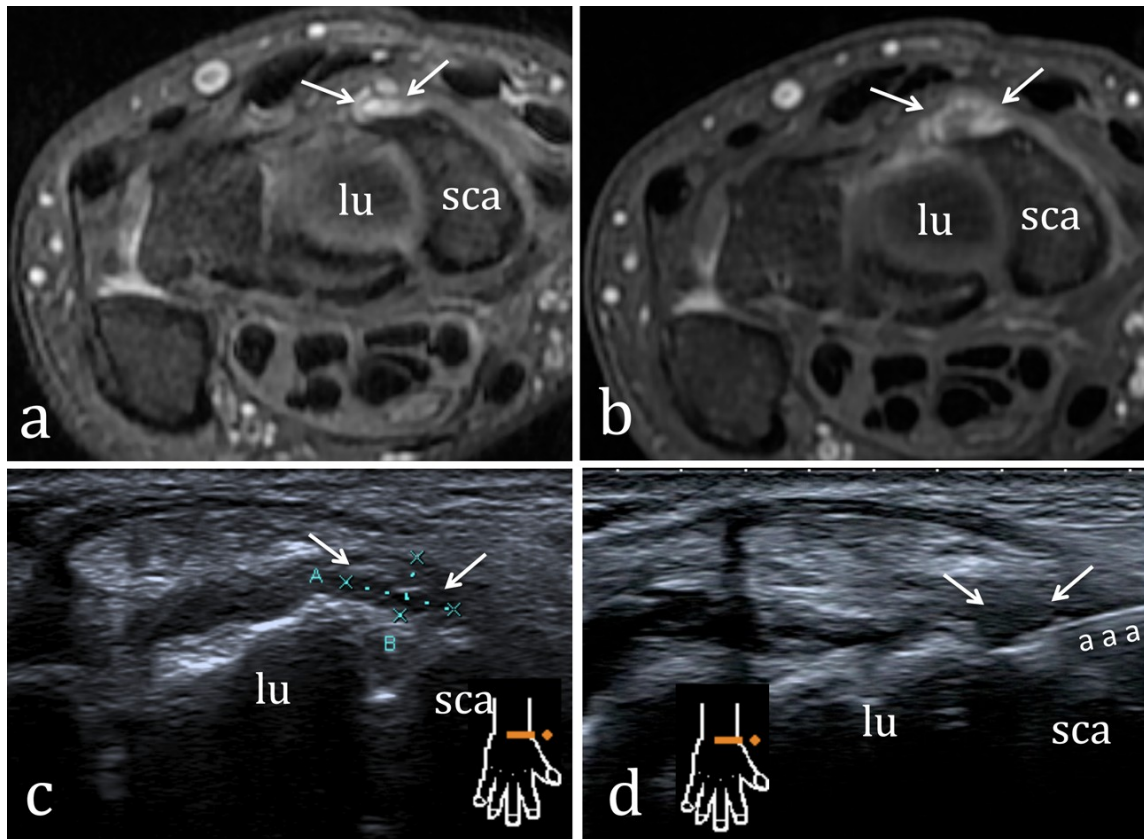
Ponction infiltration d'un kyste occulte dorsal du carpe. a-b Ces petits kystes (flèches) prennent leur origine en arrière du faisceau dorsal du ligament scapho-lunaire (lu=lunatum; sca=scaphoïde), ils sont en hypersignal T2 (a); la séquence injectée en T1 gado Fat sat (b) montre la prise de contraste des parois du kyste et des éléments capsulo-ligamentaires environnant expliquant la symptomatologie douloureuse. c-le kyste est très bien repéré en échographie (flèches) . d-l'aiguille (aaa) est introduite latéralement dans un plan axial transverse, de petits allers-retours de l'aiguille permettent de « marsupialiser » le kyste, quelques gouttes d'Altim sont alors injectées pour jouer sur la composante inflammatoire
